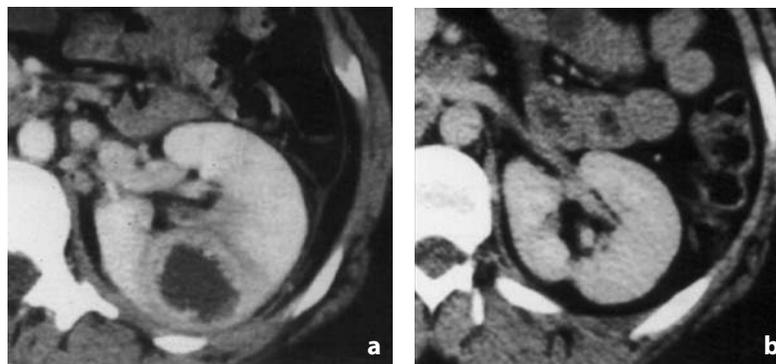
TC con mdc. Follow-up di ascesso. a Si rileva una lesione rotondeggiante a densità simil-liquida, con parete spessa ed irregolare da riferire ad ascesso. b Dopo terapia medica si ottiene risoluzione completa del quadro con cicatrice parenchimale residua
